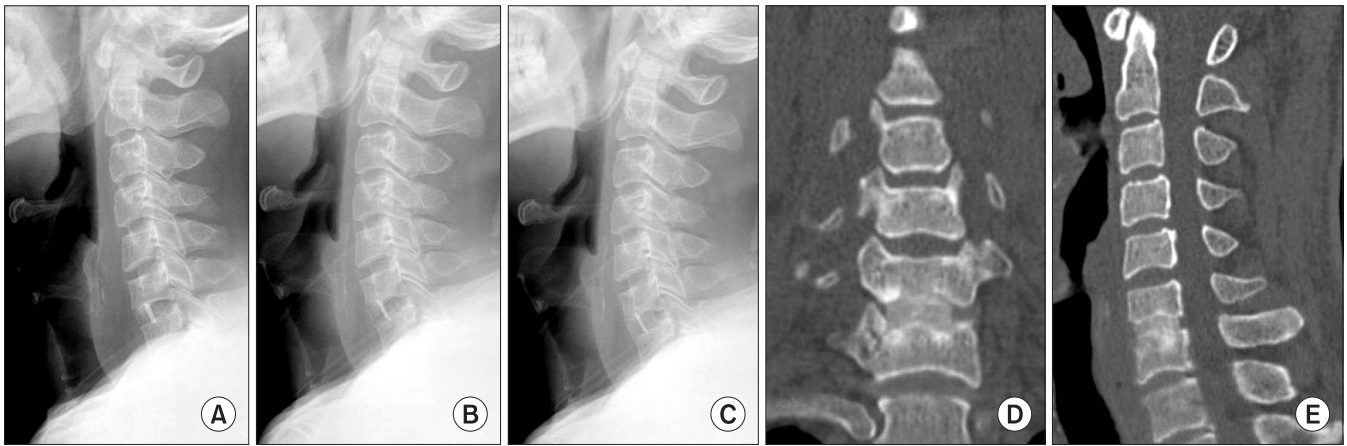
A 52-year-old male status post ACDF with PEEK (Solis) cage alone at C6-C7, (A) postoperative plain lateral radiograph; (B) plain lateral radiograph 1.5 months postsurgery showing bone bridging; (C) plain lateral radiograph 2 years postsurgery showing normal alignment, no collapse and good consolidation of bone graft in the cage; (D) coronal CT image at 2 years postsurgery showing bony bridging (connection) and definite consolidation of graft-bone in the cage; (E) sagittal CT image at 2 years postsurgery.
